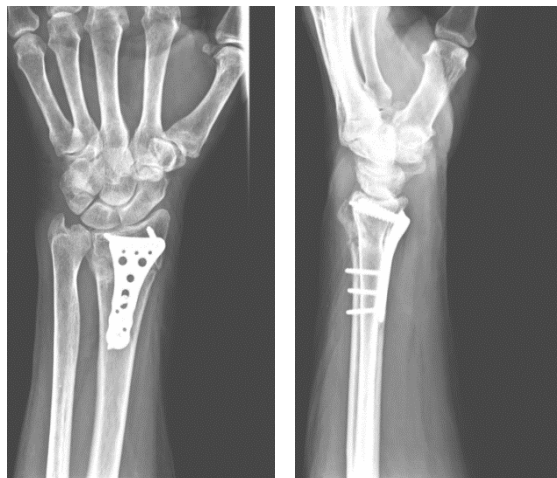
Röntgen a.p. und seitlich 7 Wo. p.o.
